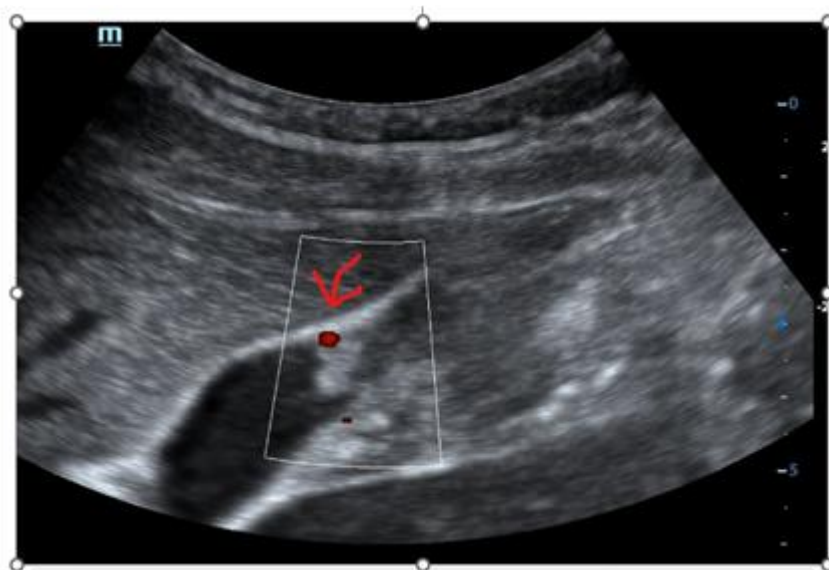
Женщина, 36 лет. УЗИ ОБП, полиповидное образование имеет размеры 6 мм и сосудистые сигналы в основании на цветном доплерографе.
